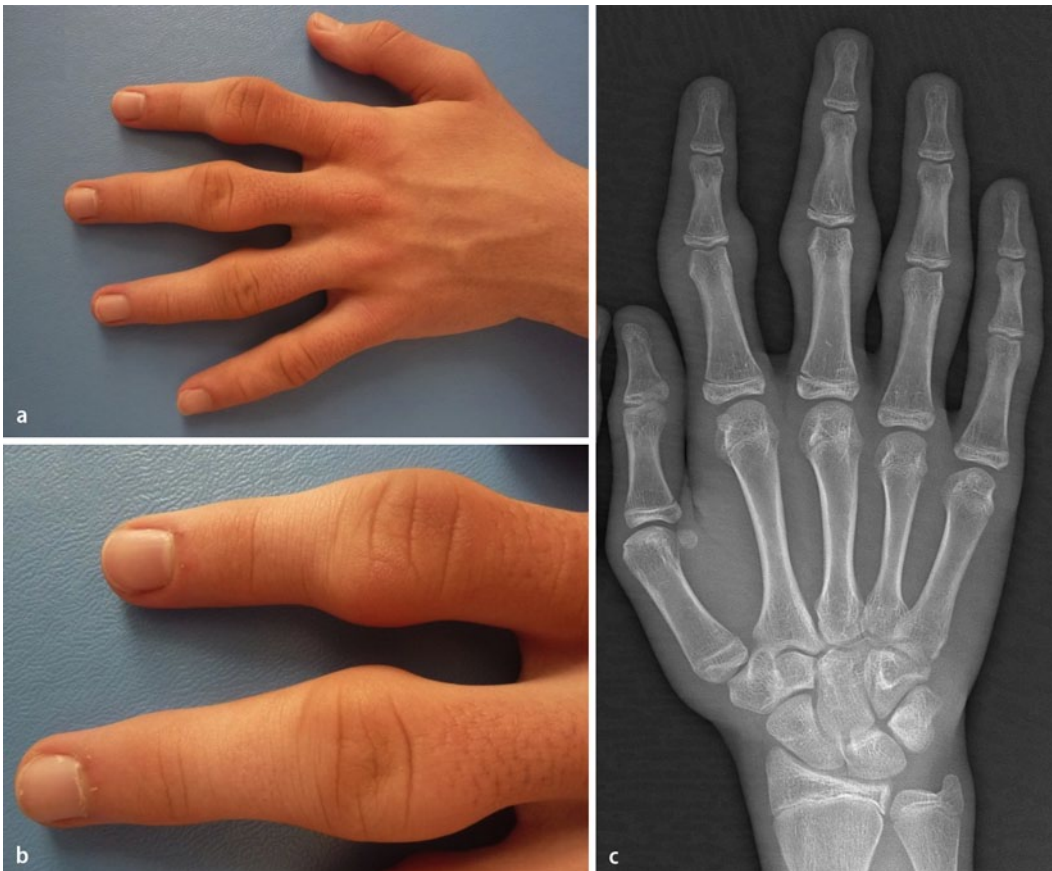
◀ Pachydermodaktylie, Fall 2. a, b 16-jähriger Patient mit Schwellung der PIP-Gelenke II–IV. c Ein konventionelles Röntgen der linken Hand zeigt eine Weichteilschwellung über den PIP-Gelenken des ersten bis vierten Strahls ohne strukturelle Gelenkveränderungen
